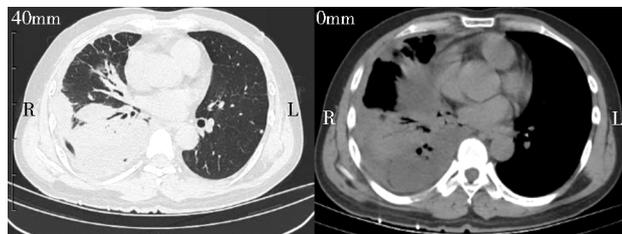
胸部 CT 示右侧胸腔包裹性积液及右肺下叶不张
